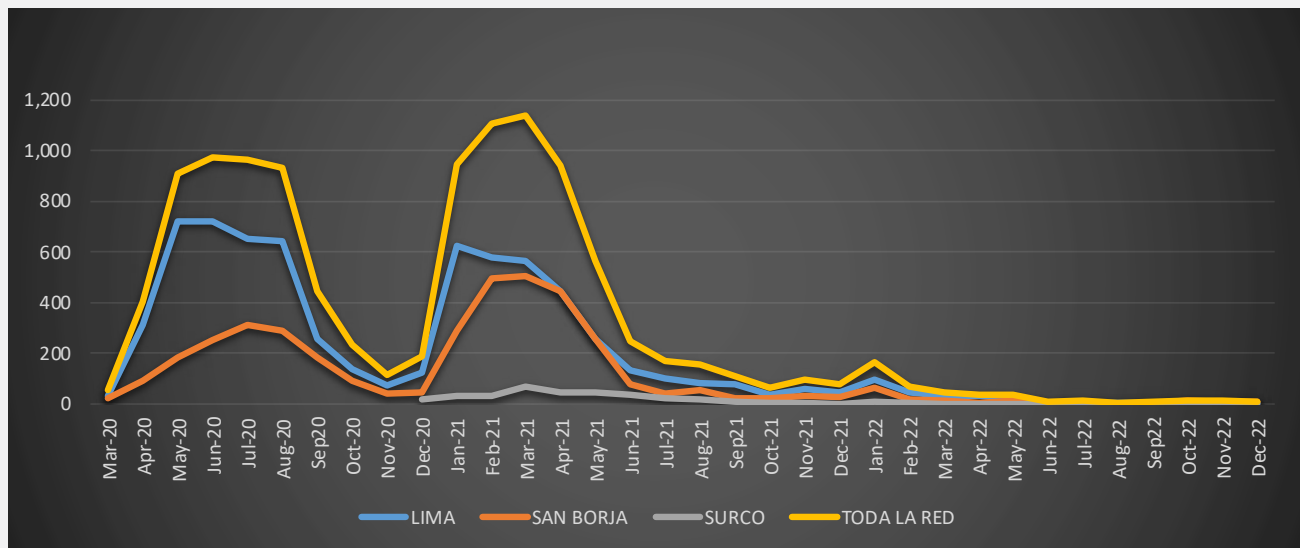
Tomografías de pulmones en pacientes COVID-19 confirmados - Red Clínica Internacional. Marzo de 2020 - diciembre 2022.
